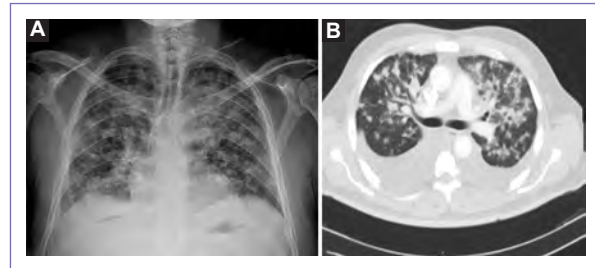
A: radiografía de tórax con infiltrados reticulares y múltiples imágenes radiopacas algodonosas concéntricas bilaterales. B: tomografía de tórax contrastada en ventana pulmonar con derrame pleural bilateral, infiltrado reticular y múltiples nódulos hiperdensos que realzan con el contraste IV compatibles con neoplasia metastásica.
